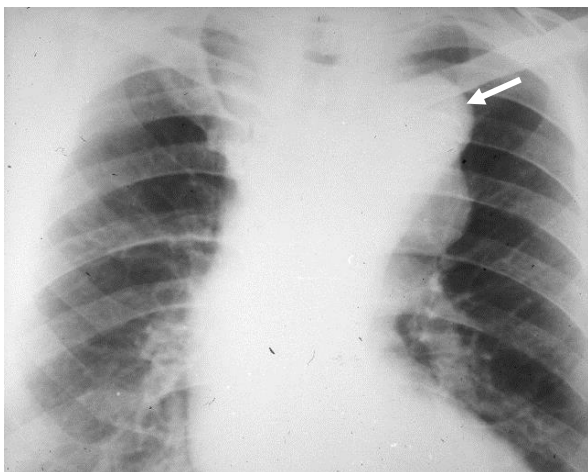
Рентгенограмма грудной клетки в прямой проекции. Размер дуги аорты резко увеличен (стрелка). Аневризма дуги аорты.
